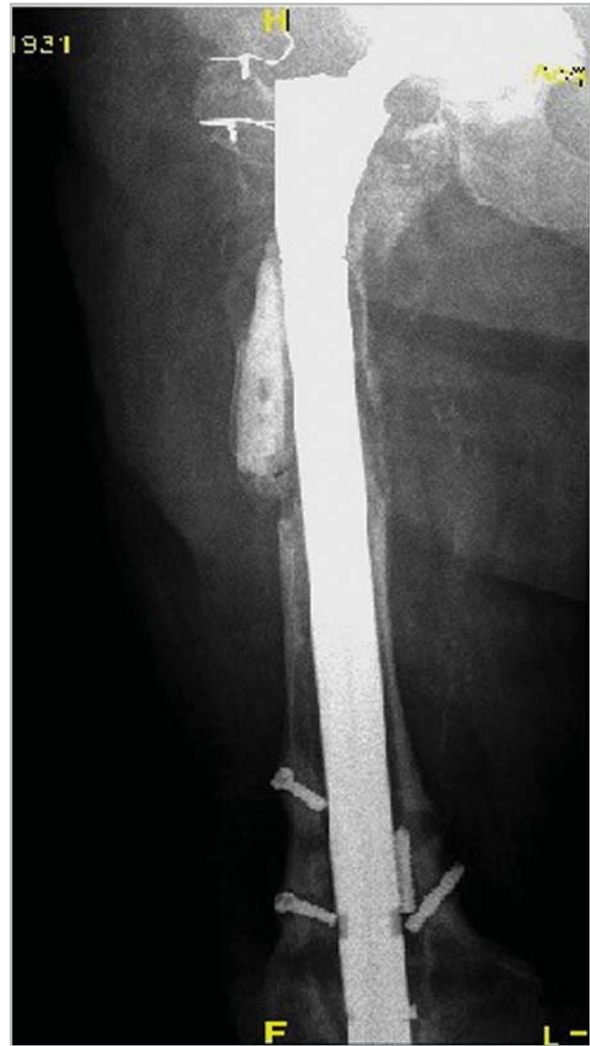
Цифровая рентгенограмма правого тазобедренного сустава в прямой проекции. Состояние после реэндопротезирования, с удлинением ножки эндопротеза внутрикостным штифтом, закрепленным 2 винтами, по поводу многократных парапротезных переломов и нестабильности компонентов эндопротезов. Отмечаются множественные зоны резорбции вокруг всей ножки эндопротеза, несостоятельность металлоконструкции с переломом внутрикостных винтов, с дистальным смещением ножки эндопротеза
